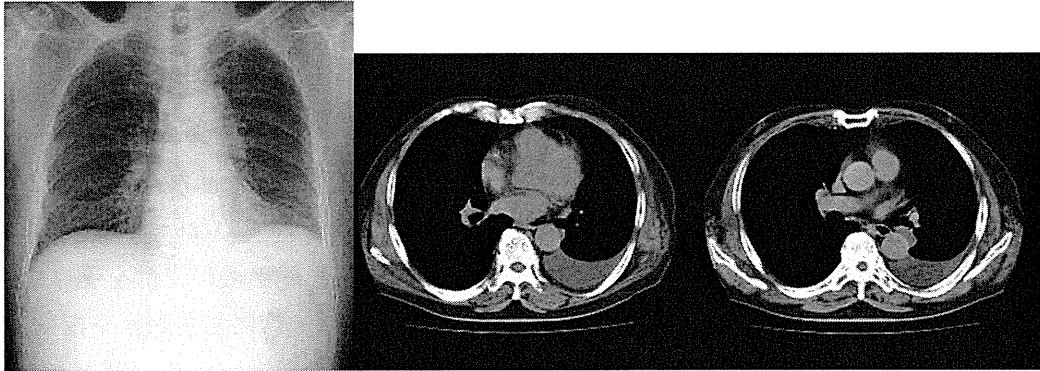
じん肺健康診断初回受診時の胸部レントゲン及び CT 画像
